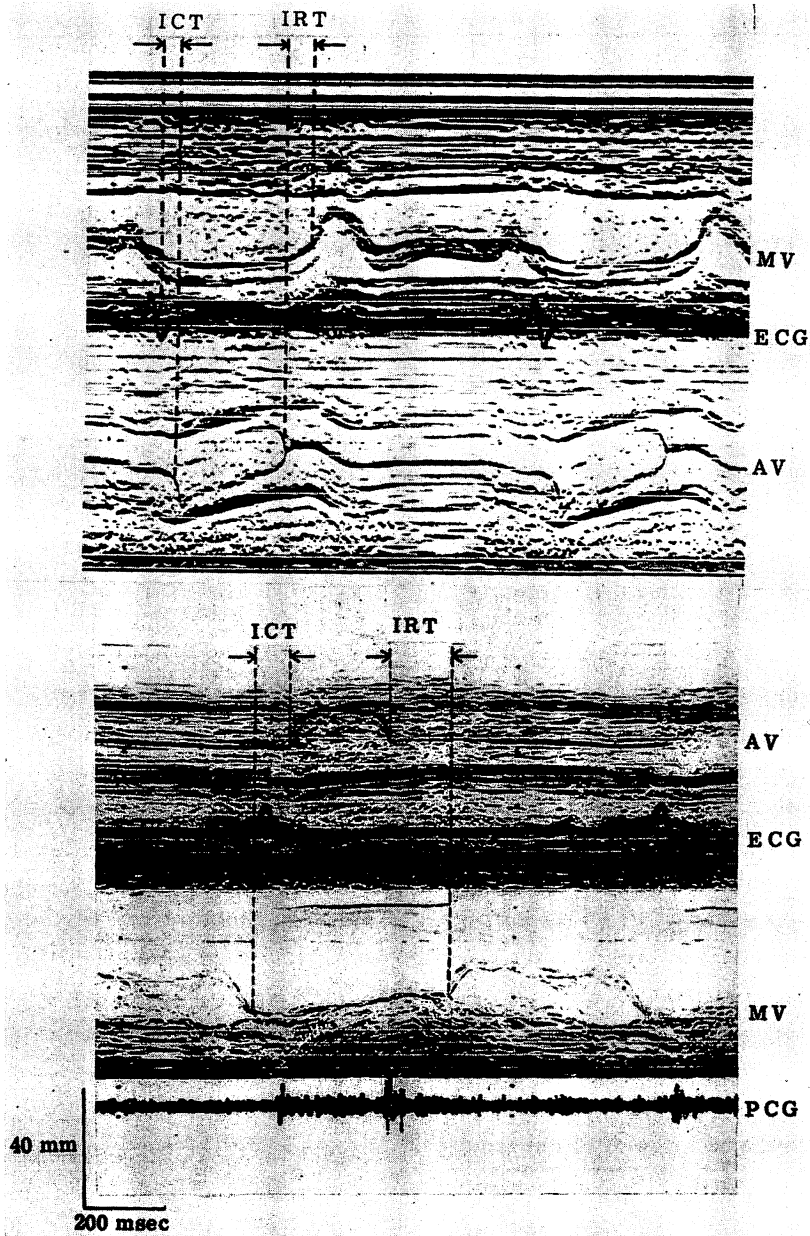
Bidirectional echocardiograms of mitral (MV) and aortic valves (AV) from a healthy control (upper figure) and a patient with pulmonary hypertension (lower figure).
